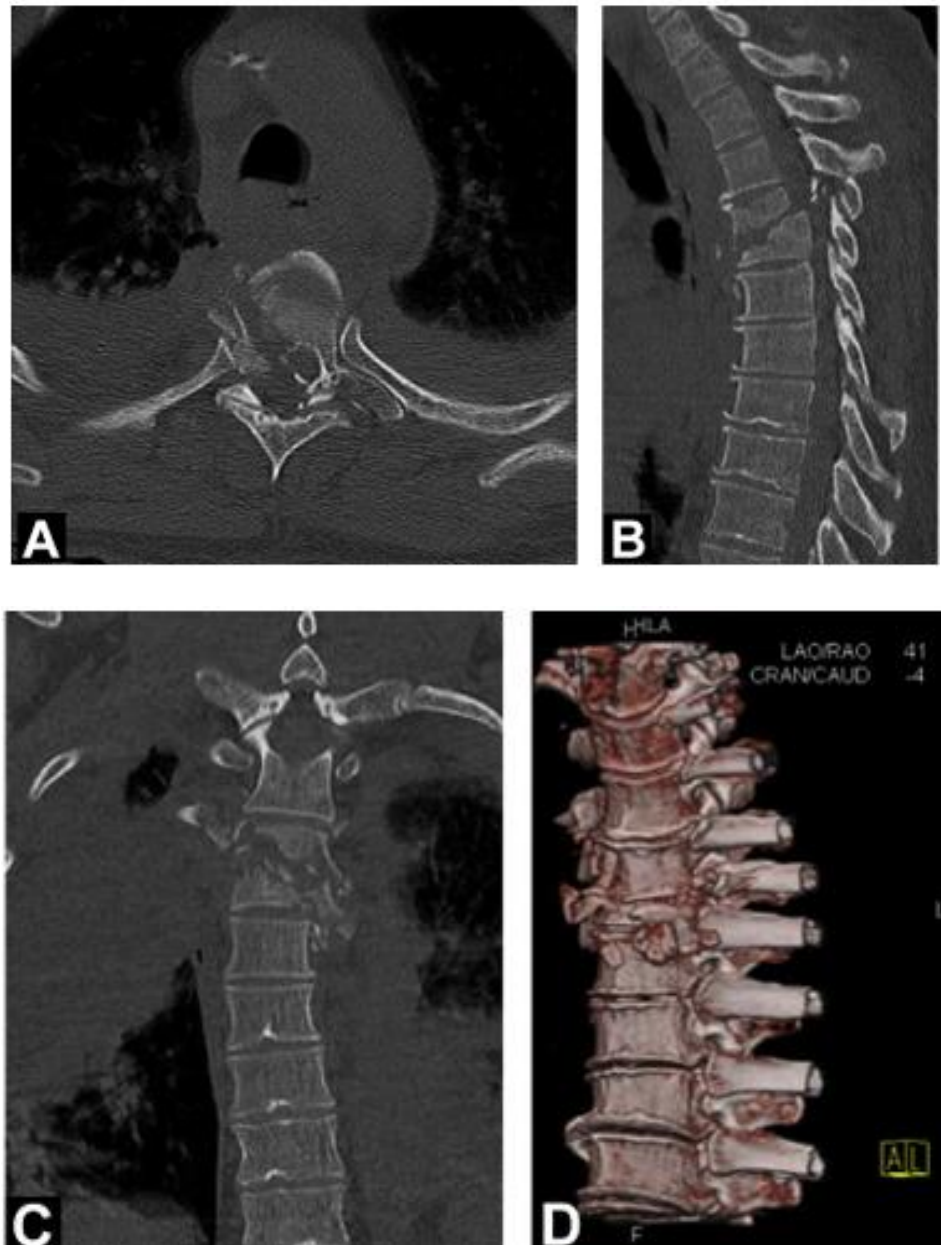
TDM du rachis thoracique (coupes axiale [A], sagittale [B] et coronale [C]) montrant une fracture complexe de T4-T5 à mécanisme de flexion-distraction avec composante rotationnelle, associée à des fractures comminutives et à une rétropulsion osseuse dans le canal rachidien. (D) Reconstruction 3D mettant en évidence une déformation cyphotique. (57)
